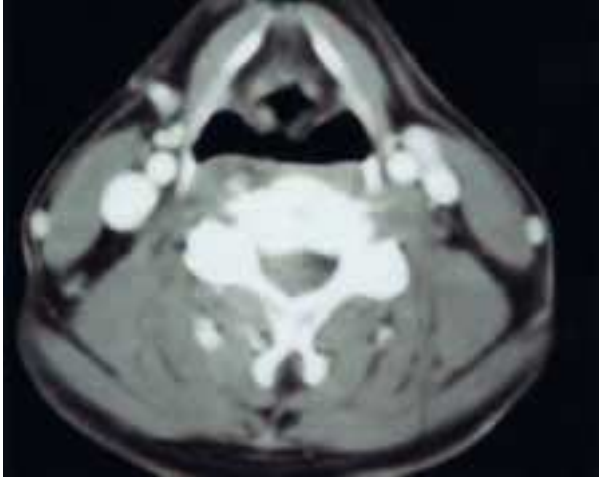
Imagen del CT de control tras la instauración del tratamiento antirretroviral. Se aprecia la desaparición de la masa que ocupaba el seno piriforme derecho.
